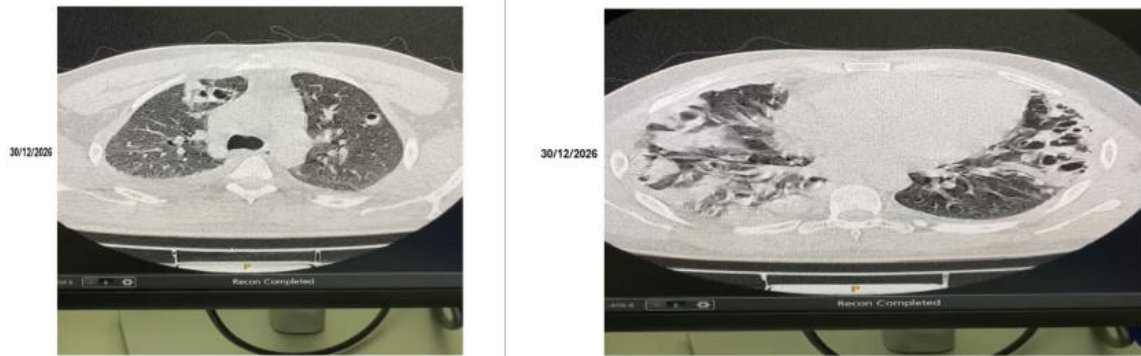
Tomografía computarizada de tórax. Bronquiectasias quísticas subpleurales y basales, áreas de consolidación bibasal y derrame pleural derecho leve.
